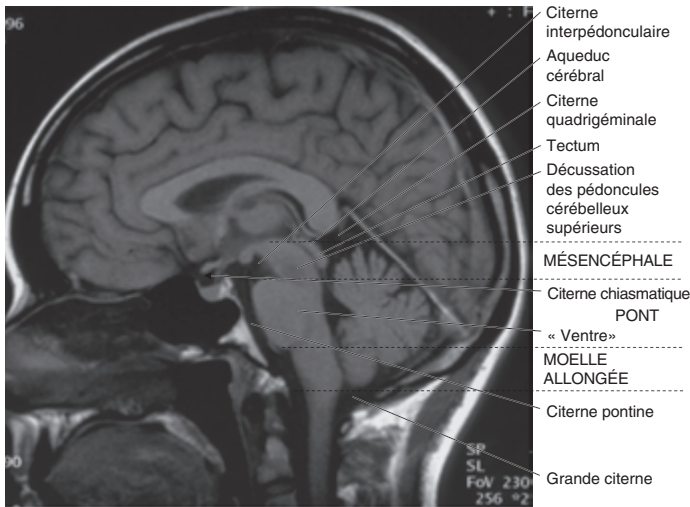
IRM crânienne, coupe sagittale médiane du cerveau. Les citernes subarachnoïdiennes.
